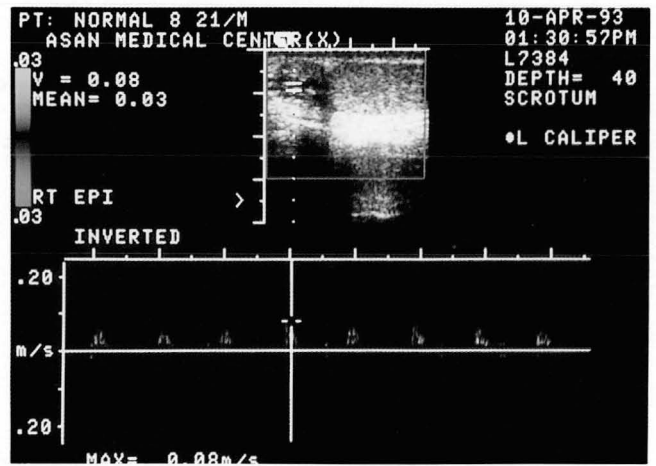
A 21-year-old normal volunteer shows tiny focal color signal in epididymal head. In Doppler flow, peak systolic velocity is 0.08 but end-diastolic velocity is not detected.
